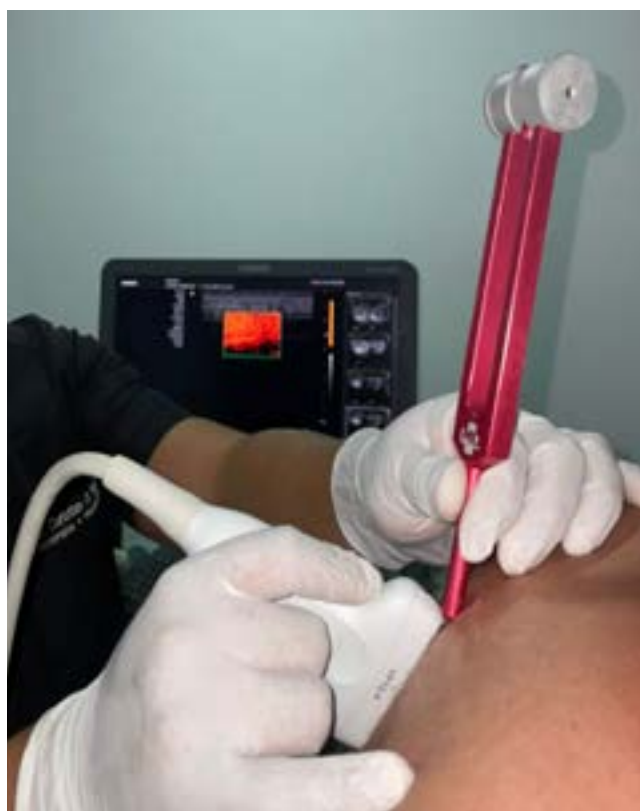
Valoración con ultrasonido en modo "Power Doppler" al estímulo y generación de ondas vibracionales con diapasón, semejantes al "frémido"
